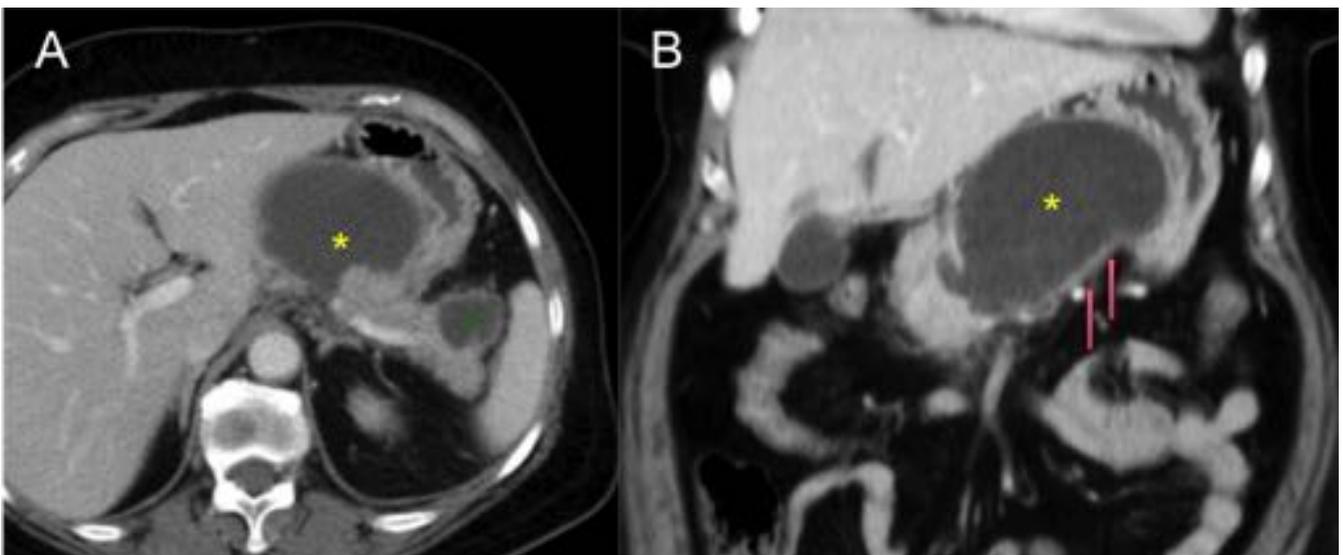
Control tras 5 semanas de Pancreatitis aguda edematosa. Imagen A Corte axial de TC abdominal con CIV en fase portal. Imagen B Corte coronal de TC abdominal con CIV en fase portal. Se observa
